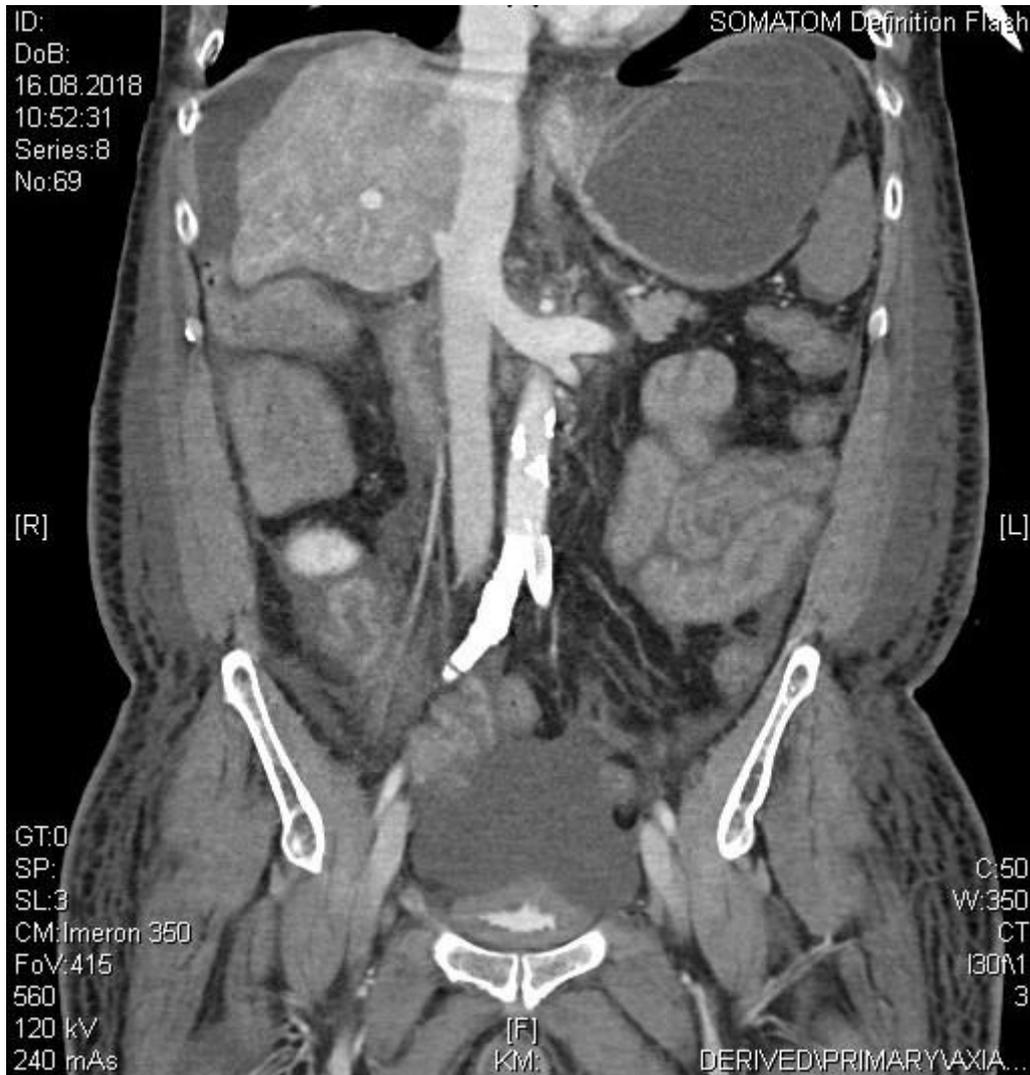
CT Abdomen Frontalebene Pat. Nr. 15
